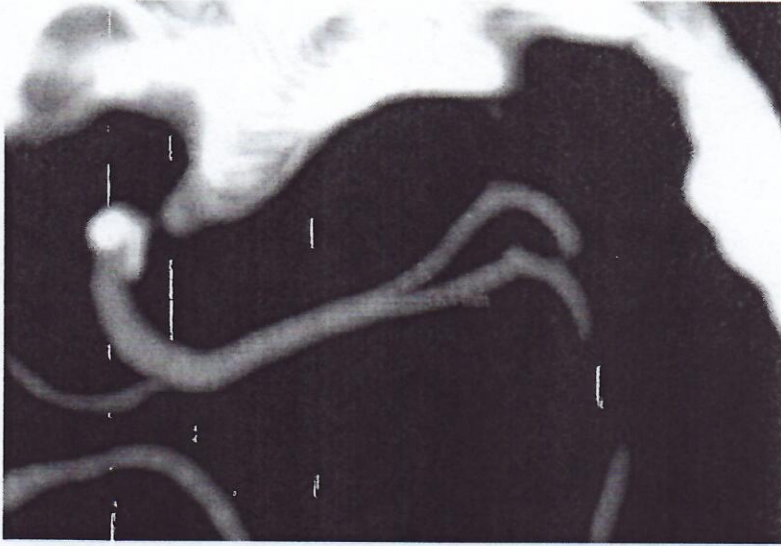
Ejemplo de medición del diámetro del segmento M1 en angiotomografía de cráneo con reconstrucción en proyección de máxima intensidad a nivel de la cisura lateral.
